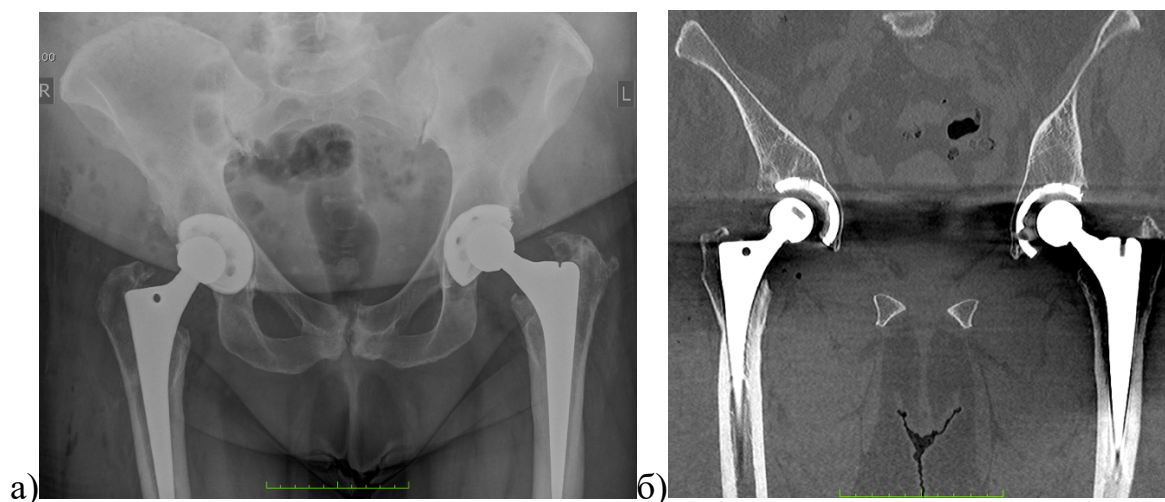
Обзорная рентгенограмма таза (а) и КТ после ревизионного эндопротезирования (б). Головка в правом ТБС расположена несколько эксцентрично относительно металлической части вертлужного компонента вследствие скорректированной позиции вкладыша. Киста в области верхнего края вертлужного компонента частично заполнена аллогенной костью
